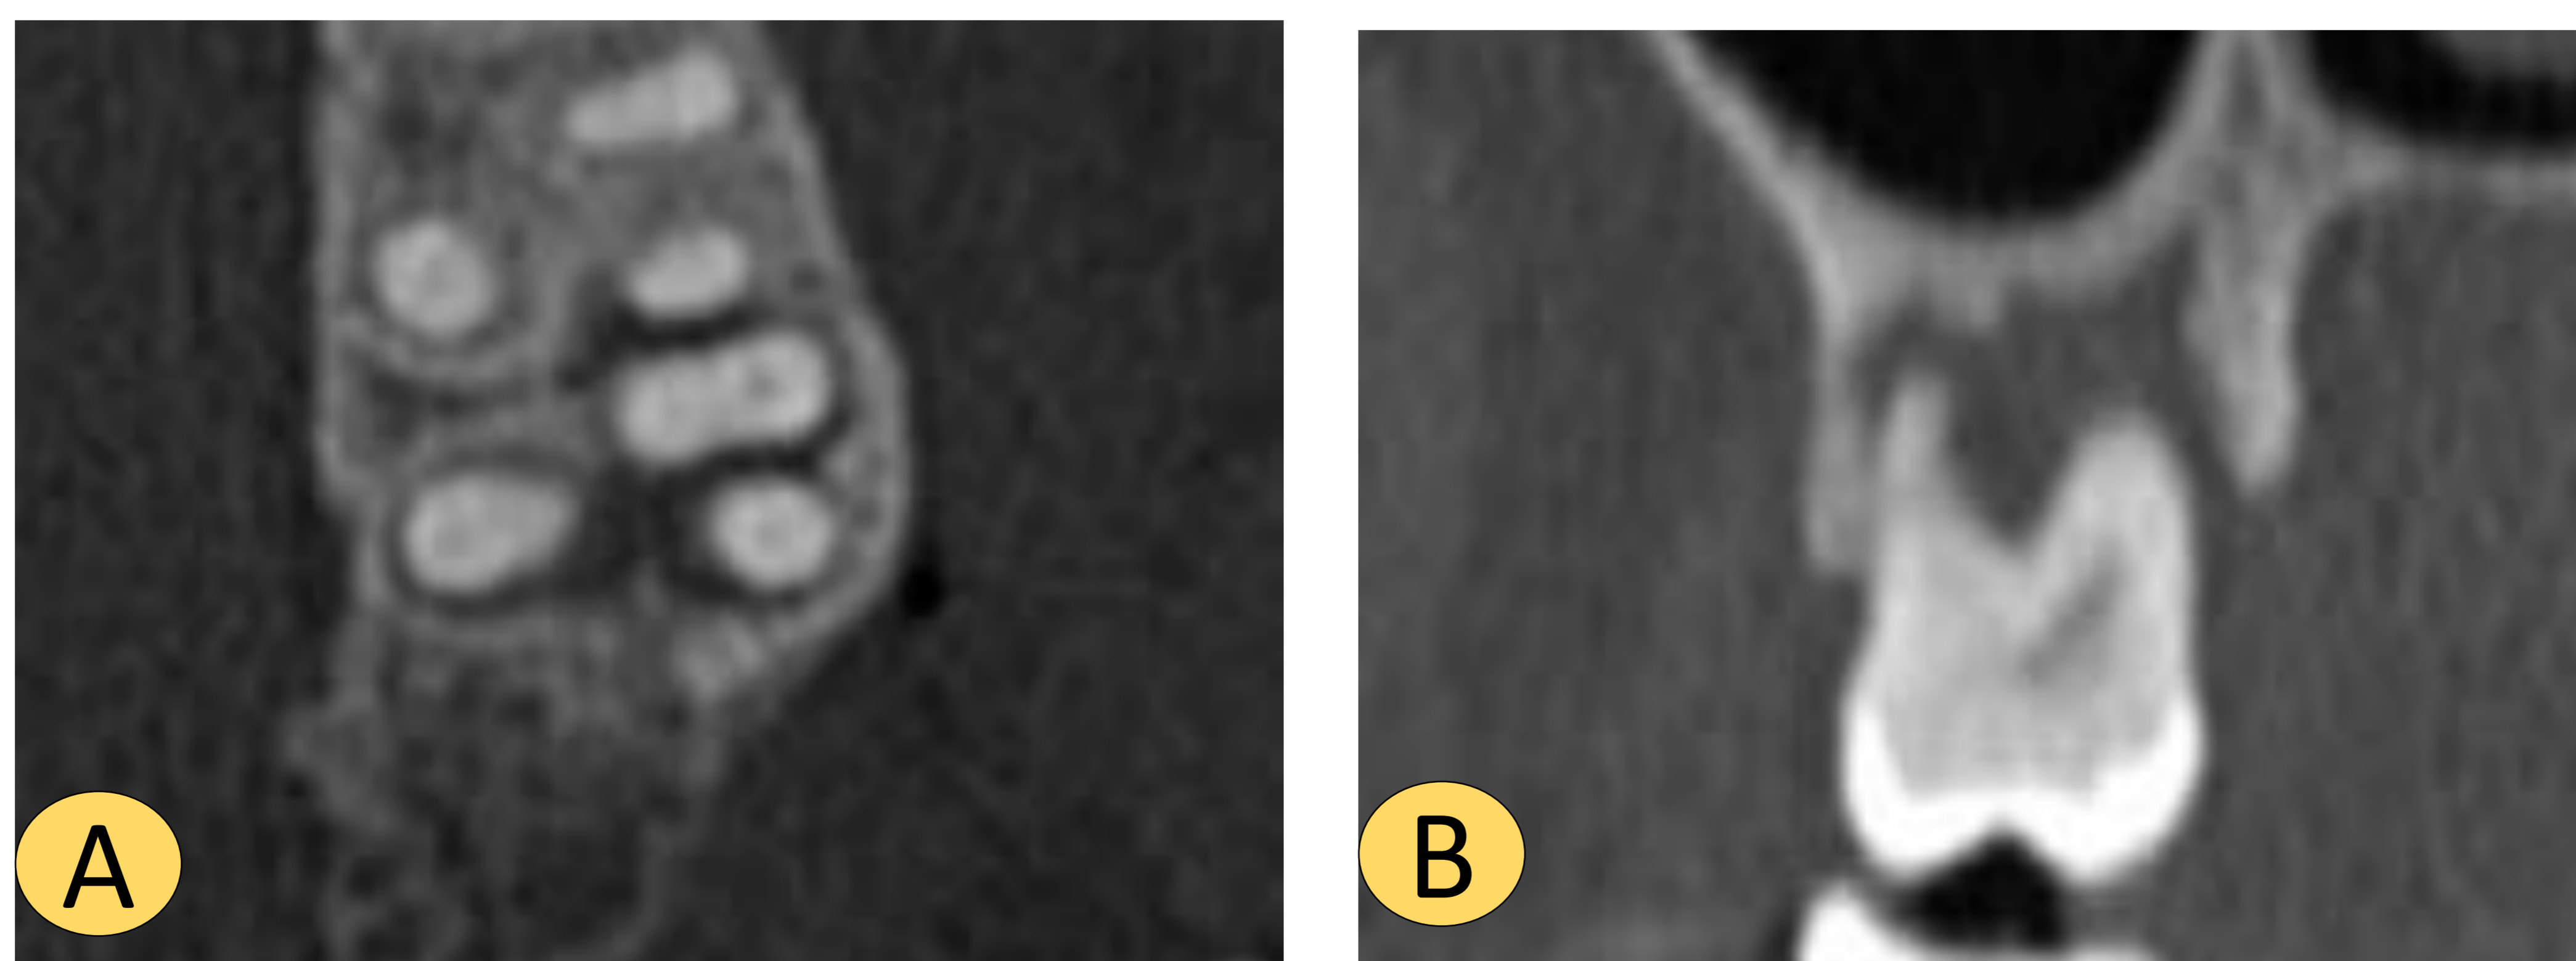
(a-axial, b-coronal): Halo radioluciente periapical en relación a enfermedad perirradicular en torno a piezas dentarias.
